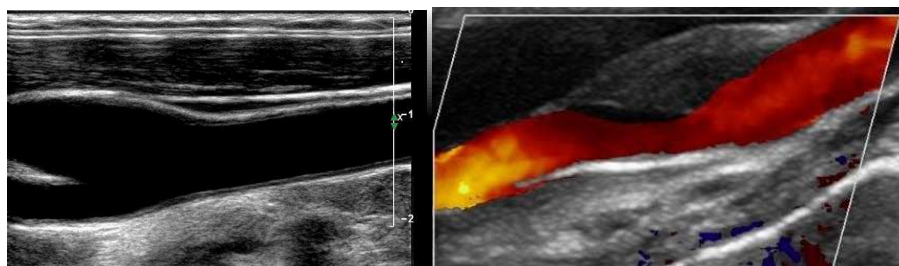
Dúplex carotídeo: Bifurcación normal (modo-B) y estenosis carotídea interna (Doppler color)
